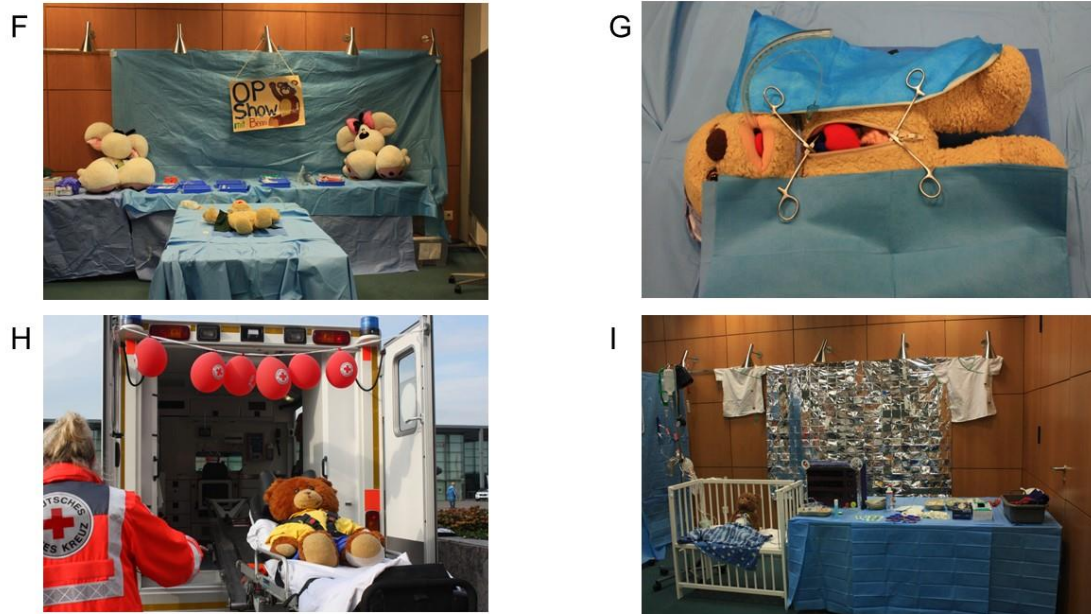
Impressionen der TK Mainz 2017 (F OP- Show, G Benny, der Bär, H Rettungswagen der Ortsgruppe Hechtsheim des Deutschen Roten Kreuzes, I Pflege-Show)
